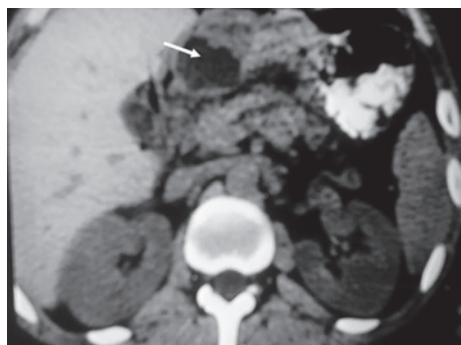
Tomografía axial computarizada de páncreas, corte axial, se observa imagen hipodensa a nivel de la cabeza del páncreas en relación con colección en paciente con diagnóstico de pancreatitis aguda grado B, clasificación de Baltazar (flecha).
